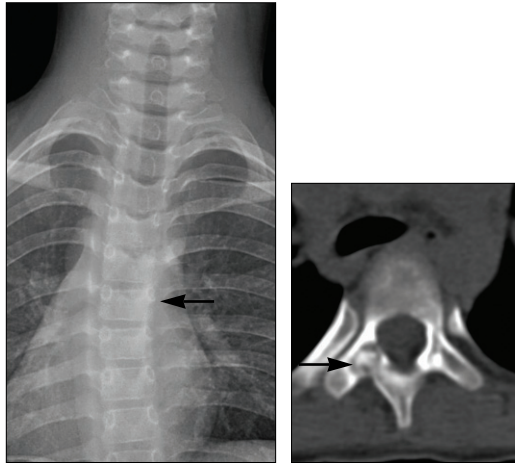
제5 흉추의 우측에 생긴 유골 골종(화살표). 척추측만증을 유발하고 있으며(왼쪽 단순 방사선사진), 오른쪽 CT 사진에서 잘 보인다(화살표).
